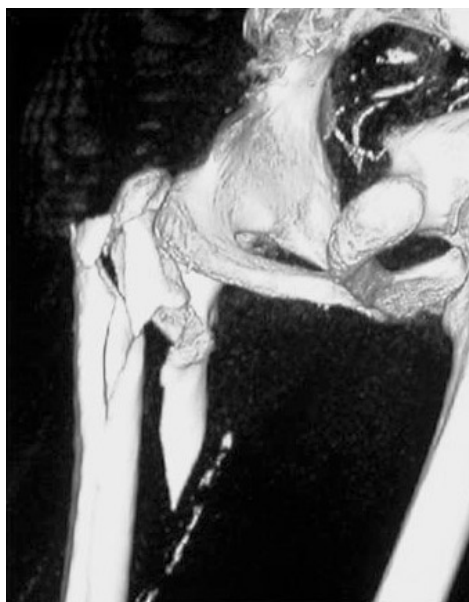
TC tridimensionale. Donna di 67 anni con frattura scomposta pluriframmentaria del femore prossimale da trauma a bassa energia
